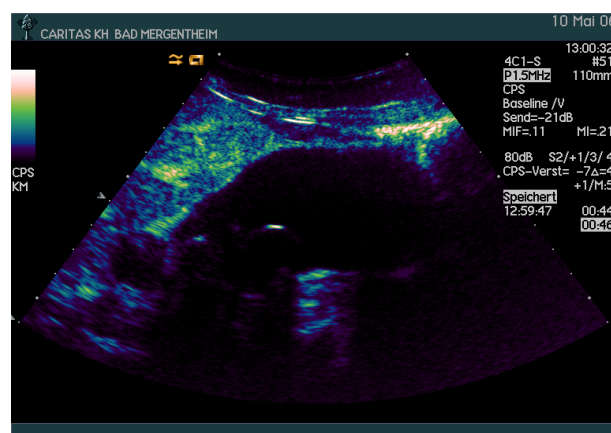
慢性胆囊炎：有时，胆囊内充满淤积物可能表现为肿瘤样病变，使用灰阶超声（白色箭头）（a）。使用屏幕上的标尺可勾勒出胆囊的轮廓。超声造影有助于正确诊断（b）。
